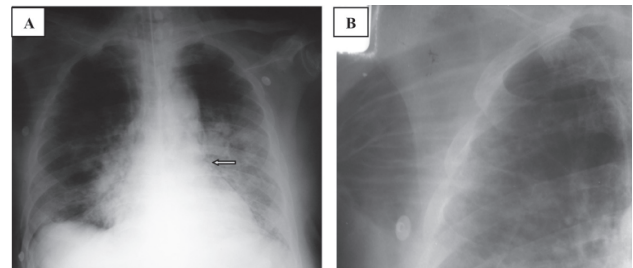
Radiografia de tórax em AP evidenciando em A intubação seletiva com atelectasia de todo o pulmão esquerdo e desvio das estruturas mediastinais para este lado. A imagem B mostra a expansão do pulmão esquerdo após a tração da cânula.
